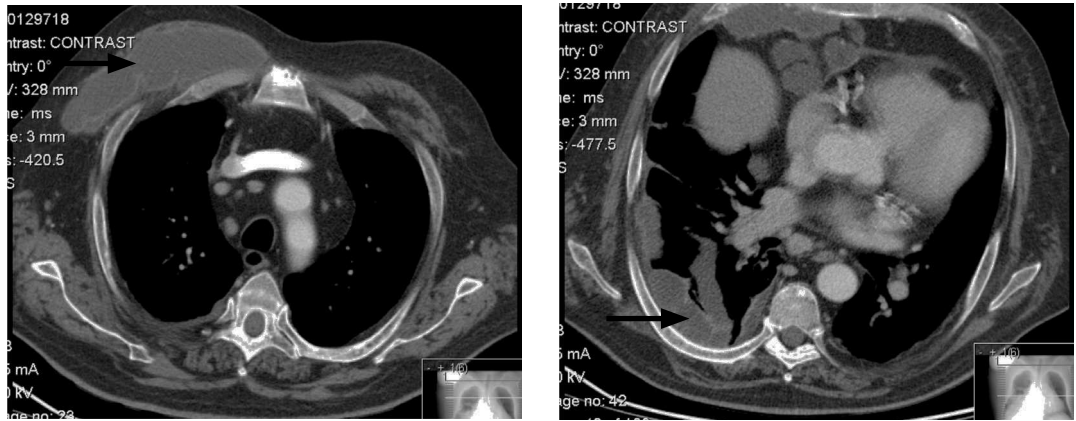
TAC Torácica – agravamento radiológico e progressão do envolvimento dos tecidos moles
